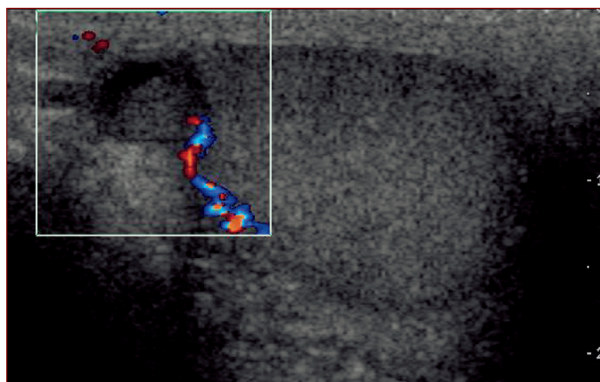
Eco-color-Doppler scrotale, scansione sagittale. Torsione dell'appendice testicolare. Formazione ipoecogena del polo superiore del testicolo, con polo vascolare aumentato.
